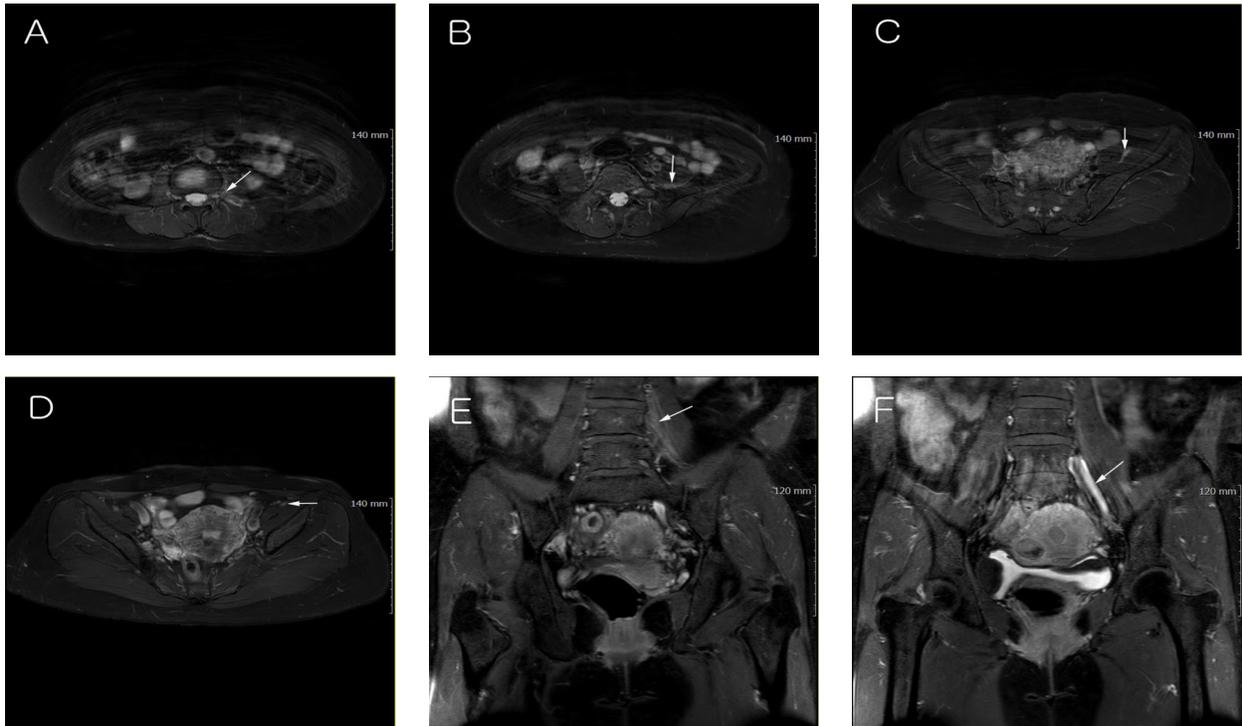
Lumbo-sacral plexus MRI, axial postgadolinium fat-suppressed T1 images (A, B, C, and D) and coronal postgadolinium fat-suppressed T1 images (E and F). Mild enhancement of the L3 nerve root (arrow) is shown by postgadolinium axial (A) and coronal sections (E). Moderate enhancement and swelling of L4 nerve root (arrow) is also shown by postgadolinium axial (B) and coronal images (F). The left femoral nerve (arrow) is also thickened with mild contrast enhancement (C and D).
